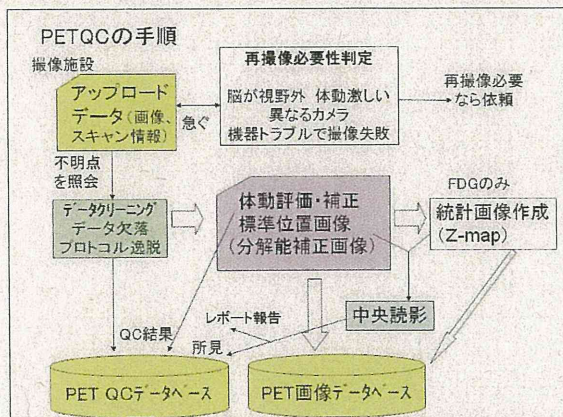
J-ADNIにおけるPET QC 作業の手順。
